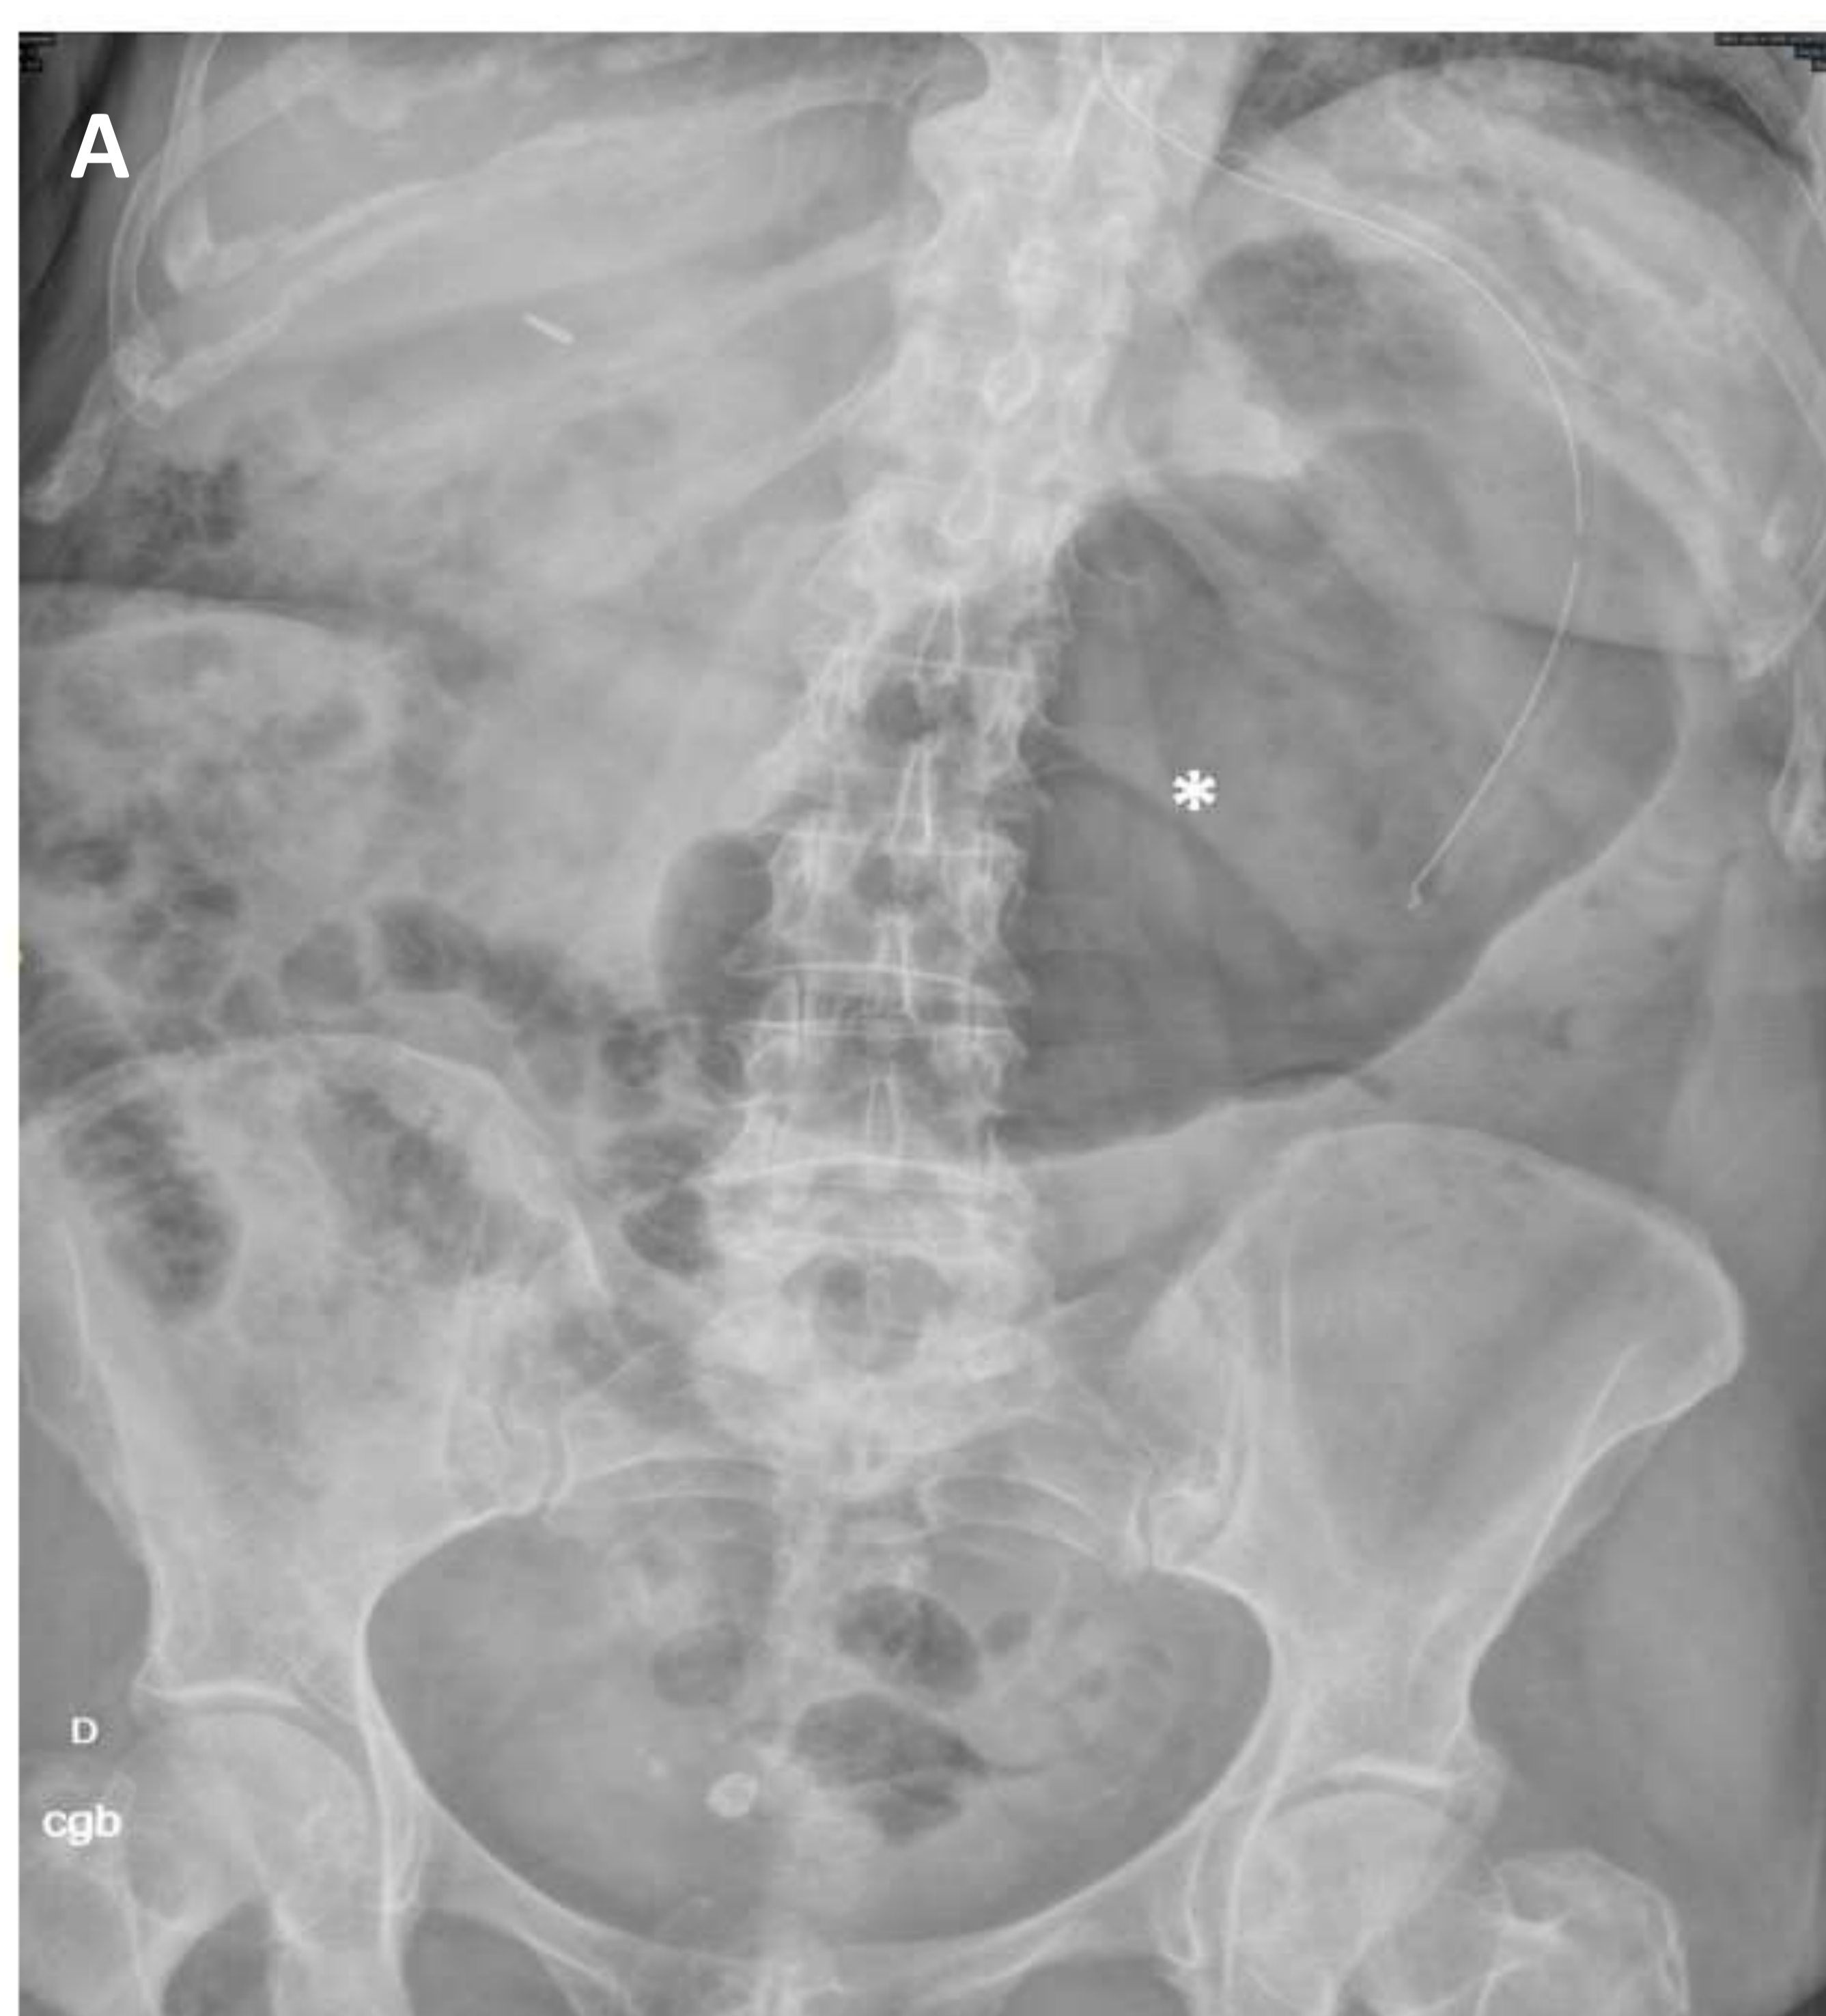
Vólvulo de ciego. Ciego (asterisco) dilatado y desplazado medialmente hacia hipocondrio izquierdo. Se visualiza sonda nasogástrica superpuesta a la luz del ciego en la RX de abdomen (A) que se encontraba en cavidad gástrica, vacía y situada tras el ciego. En la TC abdominal (B) podemos observar (flecha blanca) los signos del “pico de pájaro” y el signo del remolino en el lugar de torsión.
